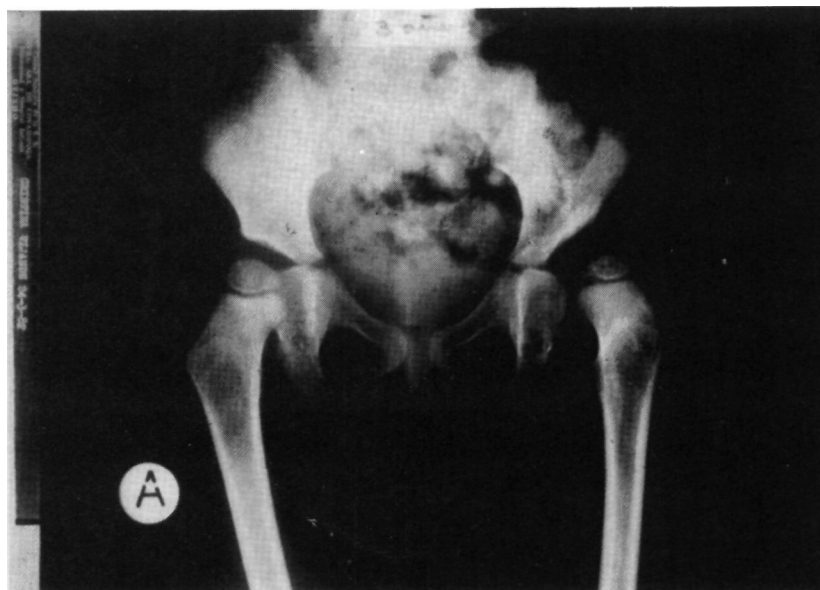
a.— Radiografía preoperatoria de un paciente de 3 años de edad con secuela de L. C. C. consistente en coxa valga subluxante izquierda. Se indicó una osteotomía de Salter asociada a una derrotadora y varizante al presentar alteración rotacional en la misma cadera.
